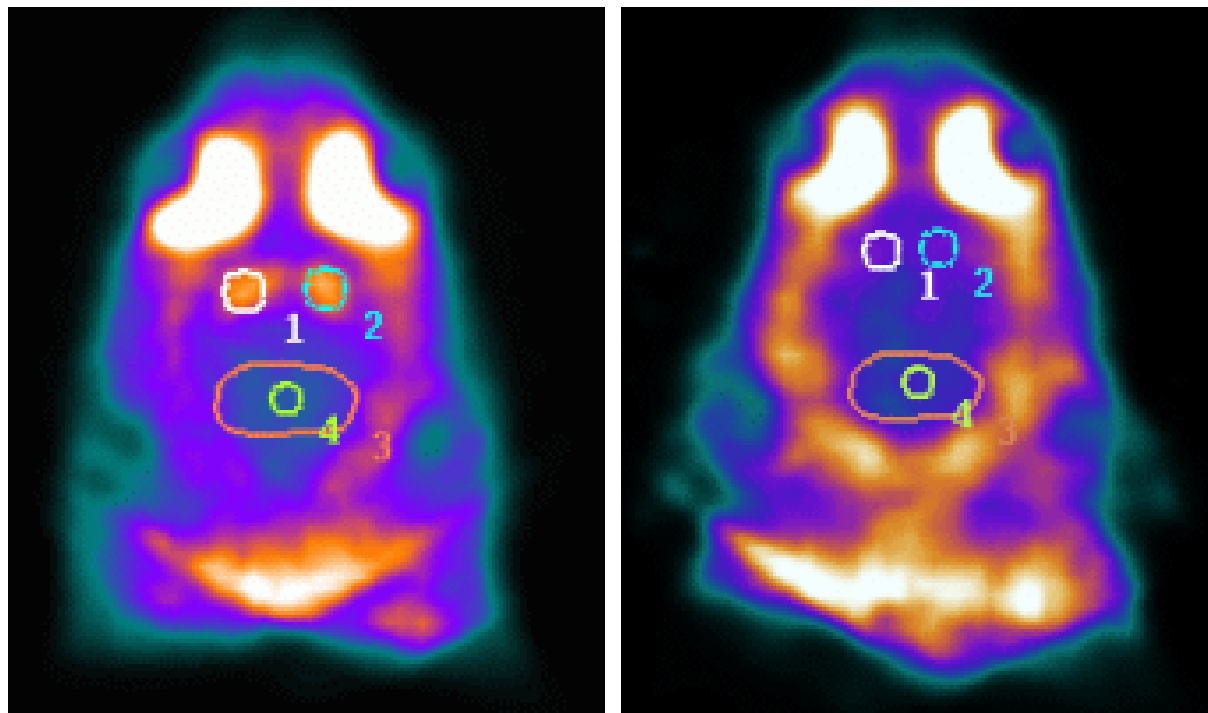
(links): Frontale SPECT-Aufnahme nach Applikation von [^{99m}Tc]-TRODAT bei einer unbehandelten Ratte (spezifische Bindung = 1,14). Corpus Striatum (1,2), Cerebellum (3,4)
